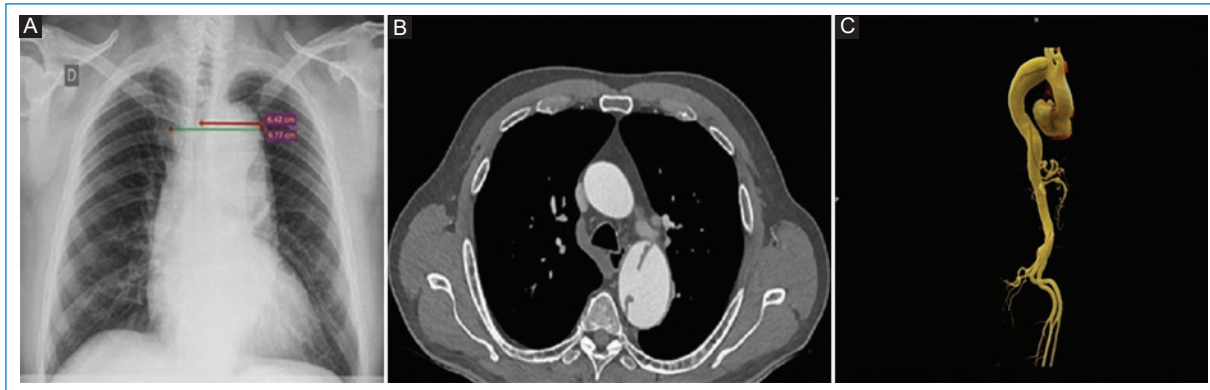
Mediastino ensanchado en un paciente varón de 61 años con disección aórtica tipo B. Ancho mediastínico máximo: 9,77 cm. Ancho mediastínico izquierdo: 6,42 cm. A: correlación en la radiografía de tórax de frente. B: angio-TC, corte axial. C: reconstrucción VRT.
